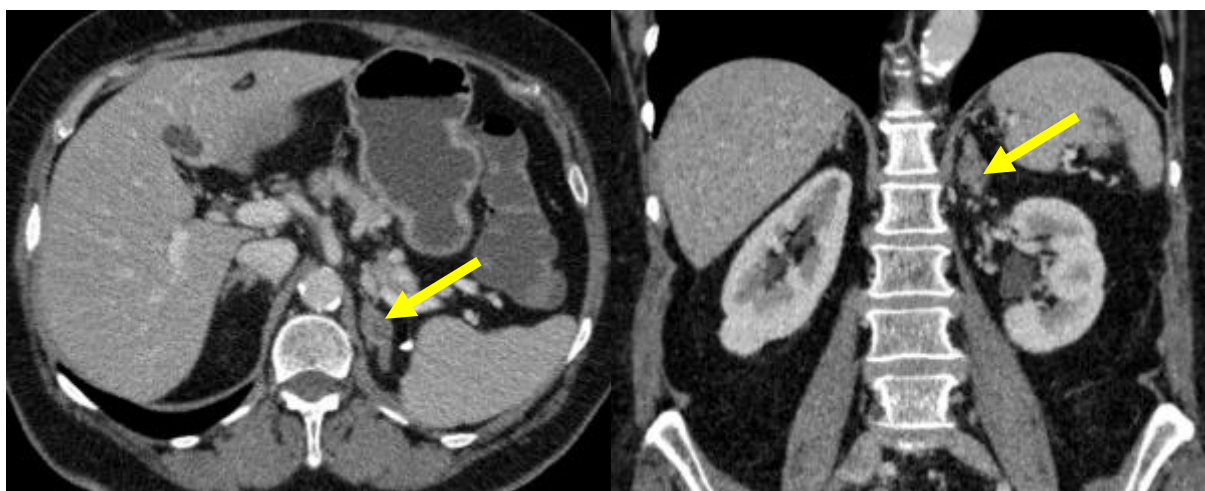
КТ картина рецидиву аденоми лівої НЗ правої після лапароскопічної резекції у тієї ж пацієнтки через 2 роки
